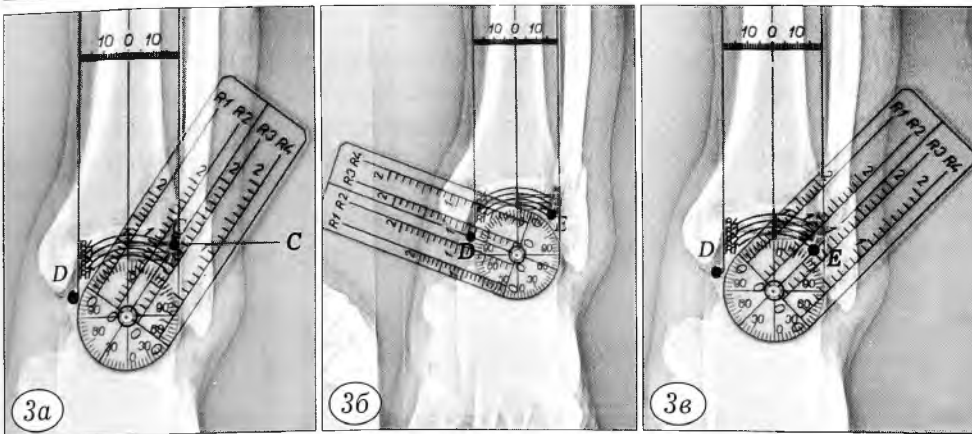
Рентгенограммы левого голеностопного сустава больного Ц. с обозначенными параметрами (точки C, D, E) на снимке в прямой проекции.
